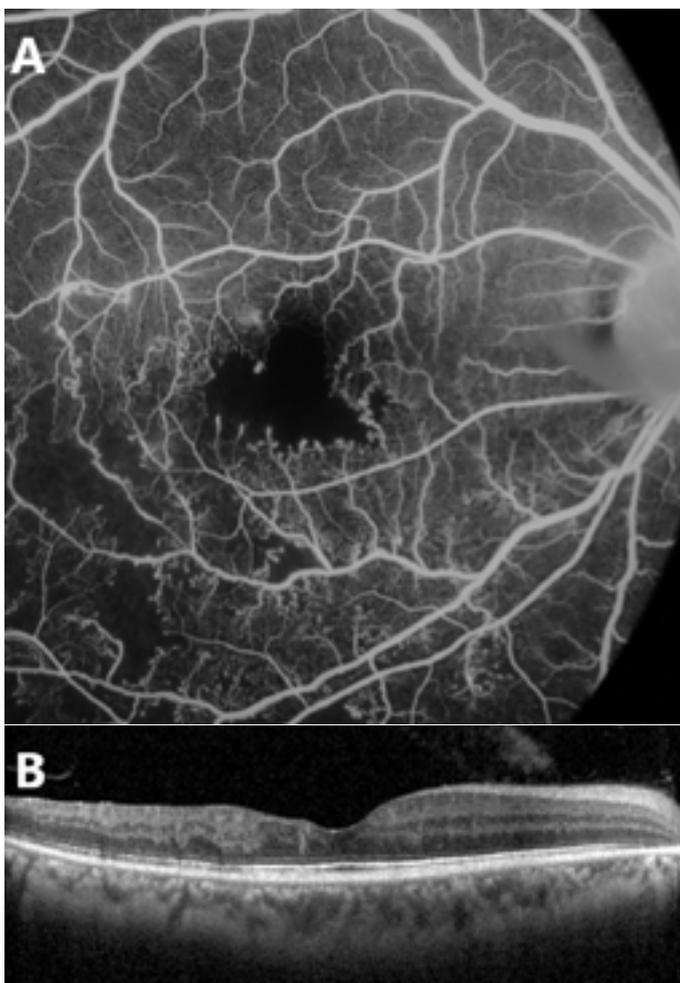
Angiografía fluoresceínica de un paciente con retinopatía por células falciformes donde se observa un agrandamiento de la zona avascular foveal (A) y un adelgazamiento retiniano de la zona temporal macular en la tomografía de coherencia óptica (B).
